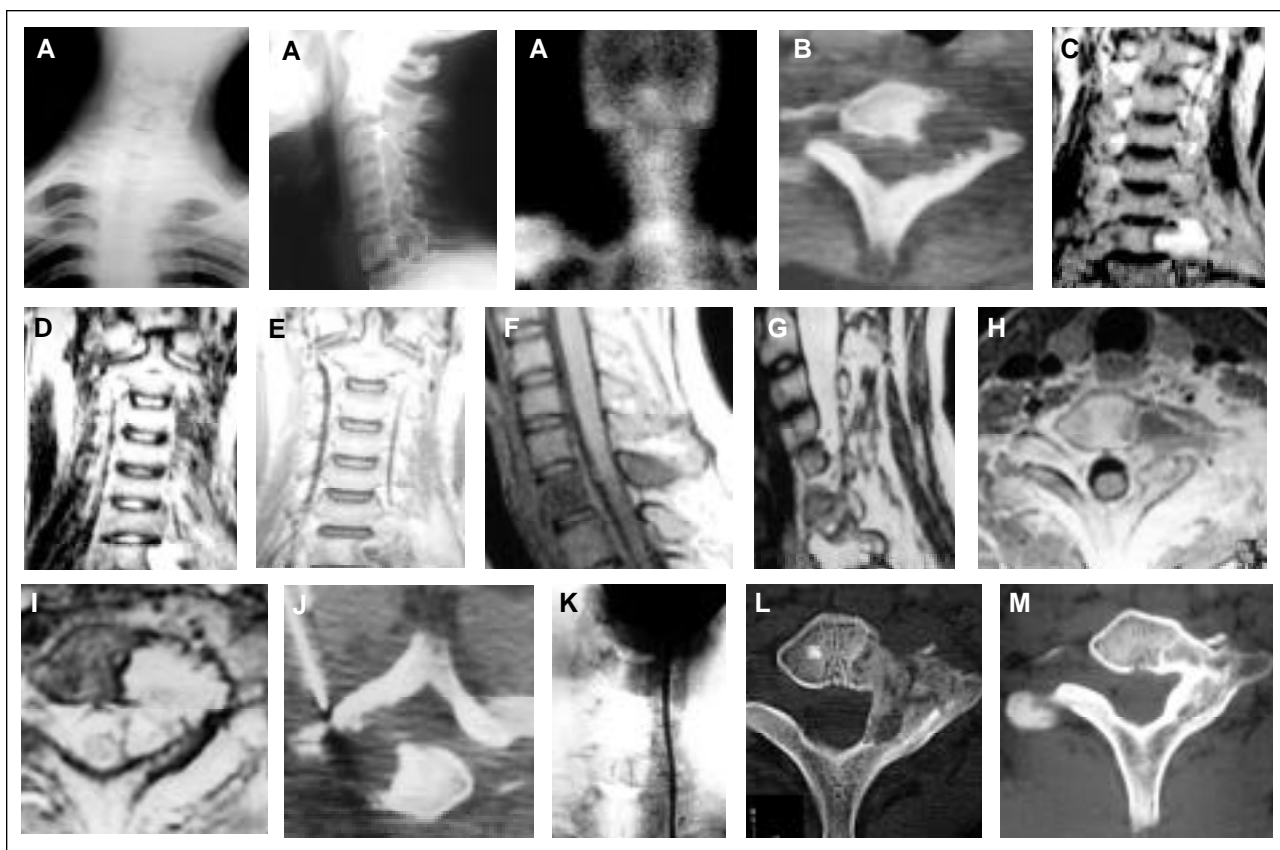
(A-M). A. Paciente de 17 años. Cervicobraquialgia izquierda de un año de evolución con inclinación lateral del cuello. Imagen lítica excéntrica en C7 a la izquierda. Aumento de fijación asimétrica en el centellograma con tecnecio 99. B. Tomografía computarizada. Lesión lítica excéntrica en el arco posterior y el cuerpo vertebral, extensión anatómica 2-6/ABC. C. Resonancia magnética en T1: hiperseñal líquida, hiposeñal de cápsula y tabiques. D. Hiperseñal en T2. E. T1-Gadolinio: hiposeñal del quiste, realce de cápsula y septums. F y G. Cortes sagitales en T1 y T2. H. Corte axial. T1 realzado con gadolinio de la cápsula del contenido. I. Aspecto en T2, signo "líquido-líquido". J. Biopsia por punción: negativa. K. Embolización preoperatoria. L. Curetaje, biopsia escisional y relleno con hueso autólogo por abordaje anterior. Diagnóstico: quiste óseo aneurismático. M. Aspecto al año de la intervención.
